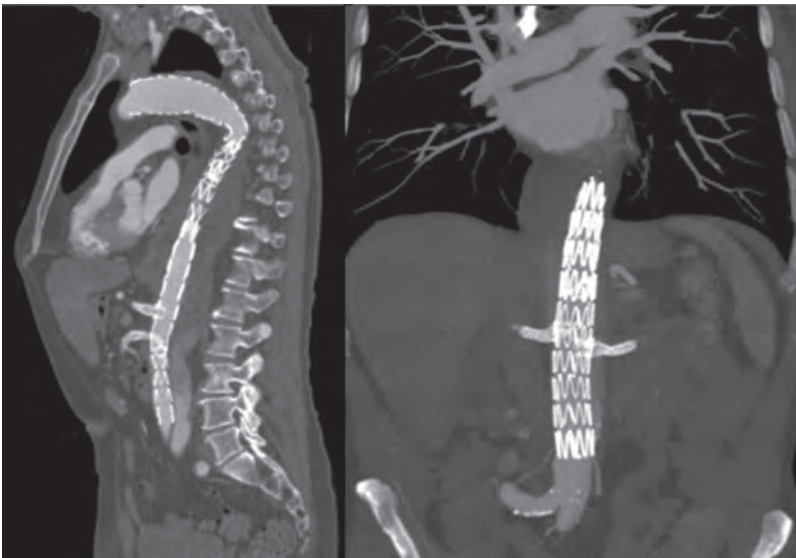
CT-Angiografie nach Implantation einer fenestrierten Aortenprothese
